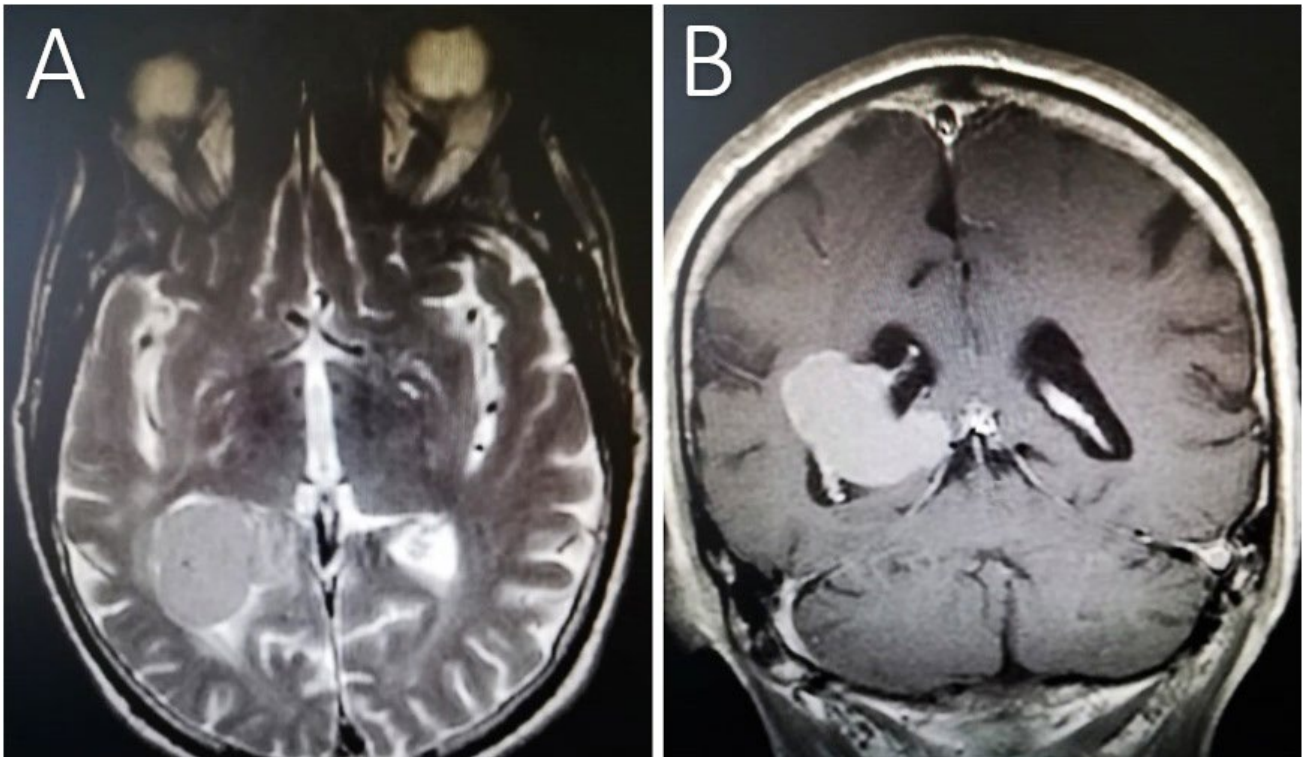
A) RMN T1 sin contraste corte axial. B) RMN T1 con contraste, corte coronal.
